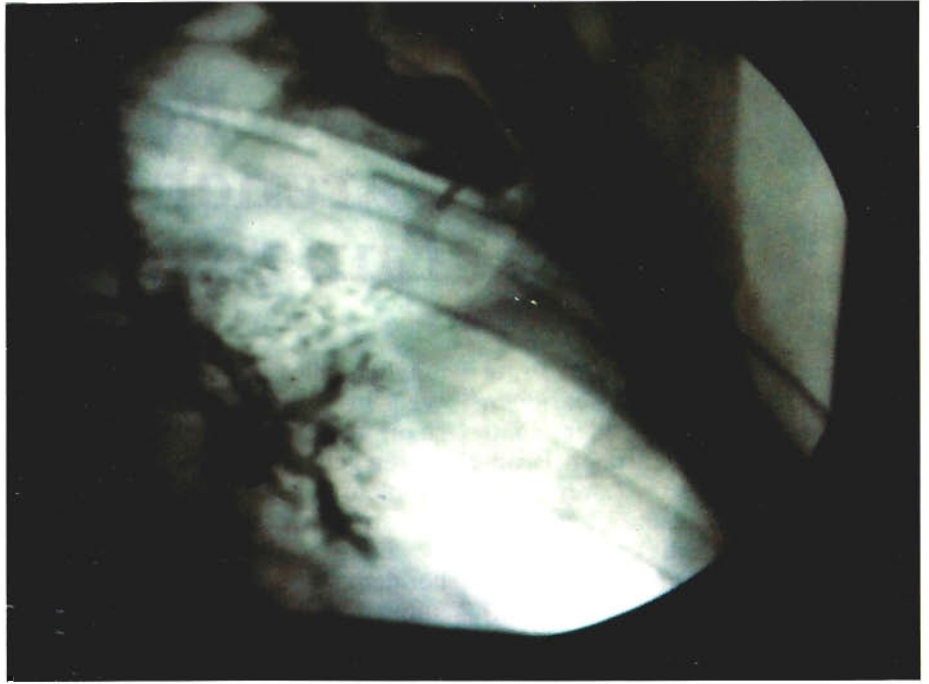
Röntgenbild nach Kontrastmittelapplikation über den Katheter: Es stellt sich eine bronchopleurale Fistel mit Kontrastmittelübertritt in die freie Thoraxhöhle (oben rechts) dar
